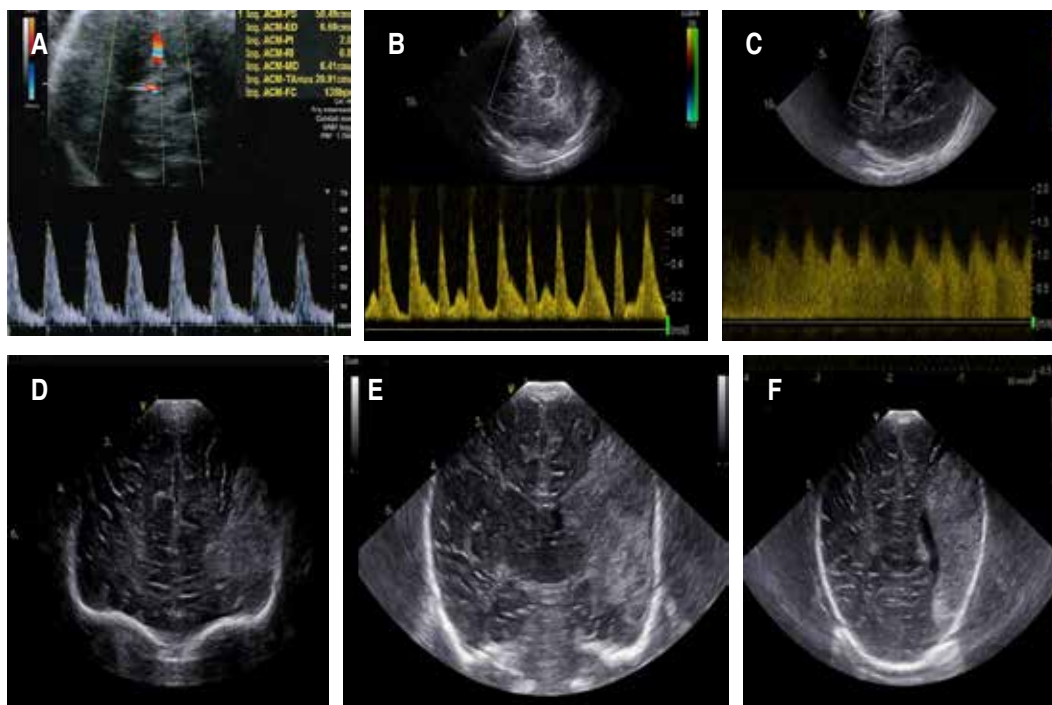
Estudio Doppler de la arteria cerebral media izquierda (ACMi) y ultrasonido transfontanelar (UTF). A) ACMi fetal sin alteraciones, B) ACMi postnatal tras isquemia y C) ACMi postnatal durante la reperusión, D) UTF corte coronal frontal a nivel del foramen de Monro, E) a nivel de tercer ventrículo y F) parietooccipital, demostrando lesión hiperecogénica izquierda correspondiente a un infarto cerebral arterial neonatal (ICAN).
